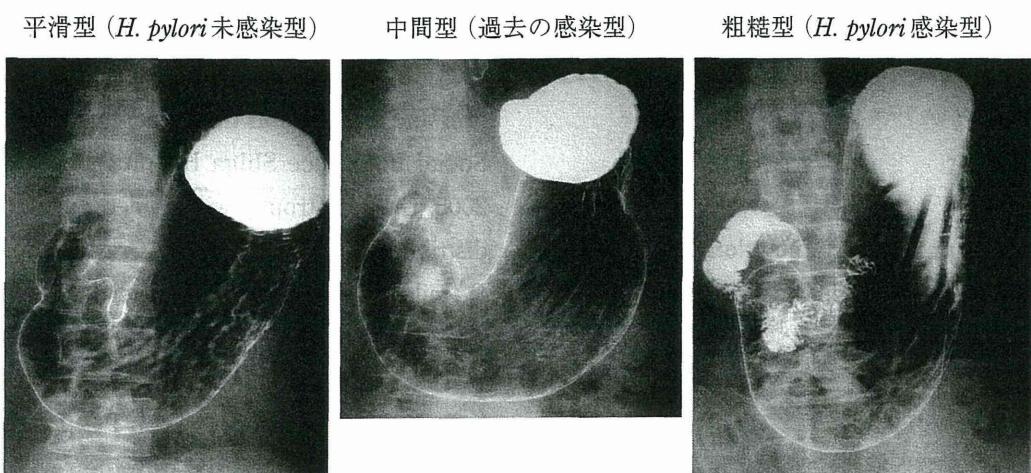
胃X線画像によるヘリコバクター・ピロリ感染診断
